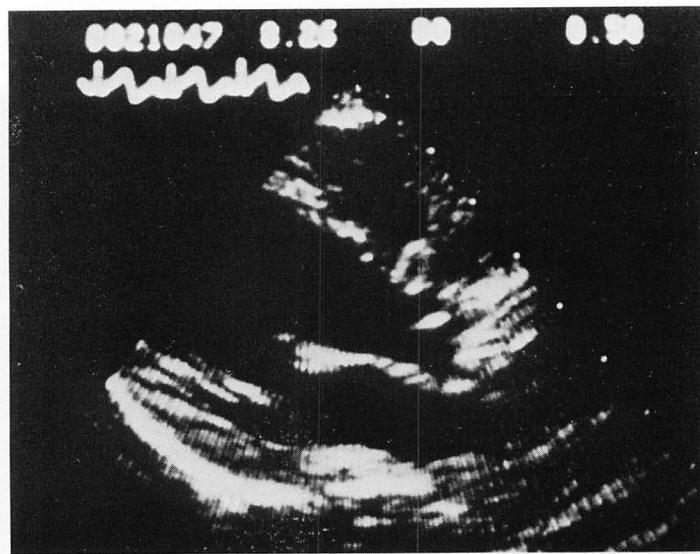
Two-dimensional echocardiogram of VSD (VSD II) with membranous ventricular septal aneurysm (MSA).
